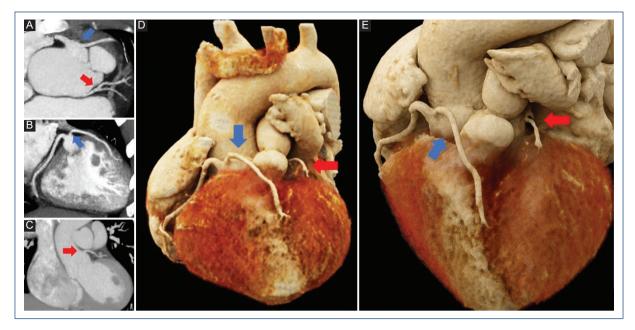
Cardiac computed tomography angiography showing Tetralogy of Fallot with a double LAD. The long LAD originates from the RCA and courses anterior to the RVOT (blue arrow), while the short LAD arises from the LMCA and courses along the proximal segment of the anterior interventricular groove (red arrow). A: axial view, B and C: coronal views, D and E: volume-rendered reconstructions. LAD: left anterior descending artery, LMCA: left main coronary artery, RCA: right coronary artery, RVOT: right ventricular outflow tract.
